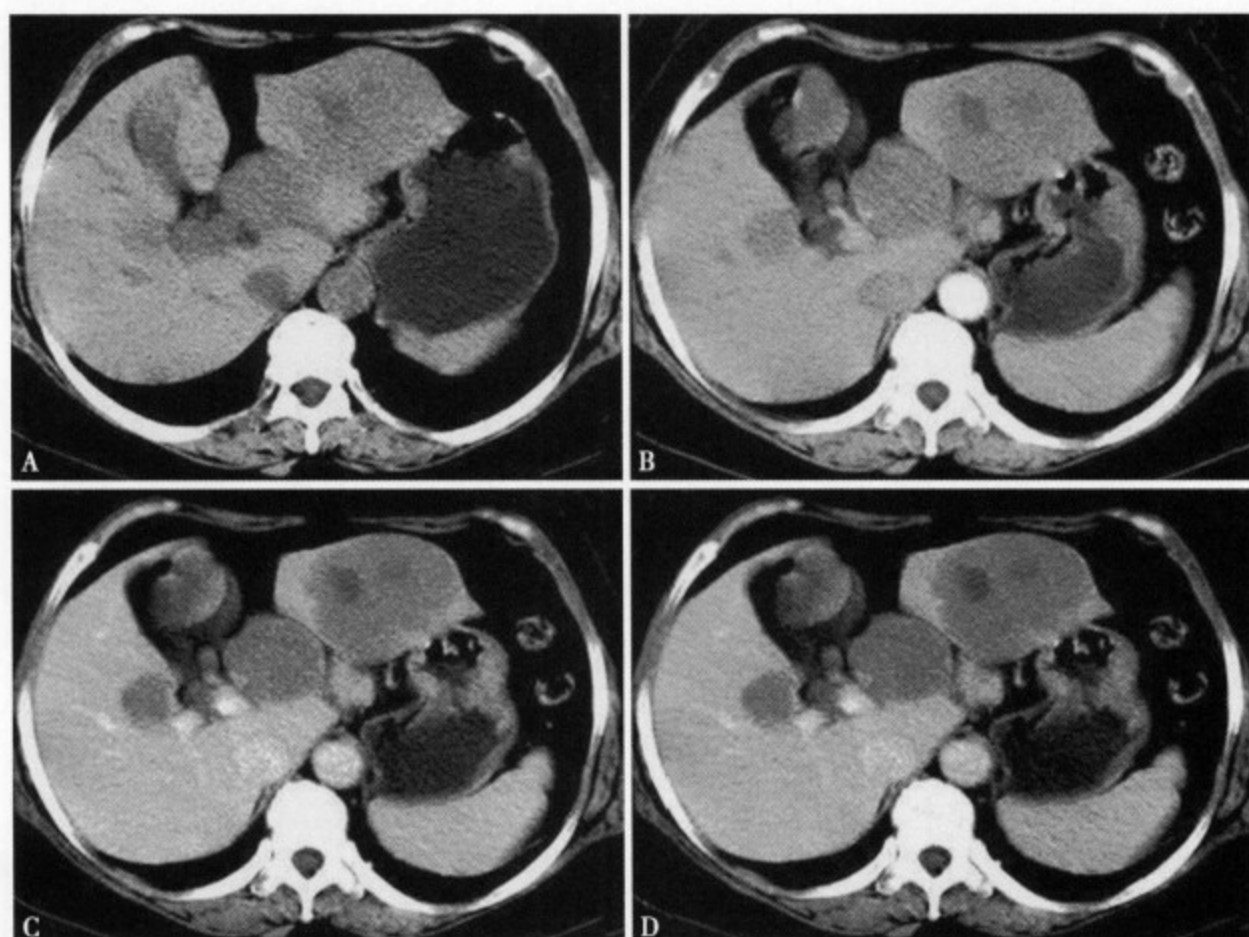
女，61 岁，右颌下非霍杰金淋巴瘤切除术后肝转移。CT 平扫 (A) 肝左右叶及肝门区均见低密度肿块影；增强扫描动脉期 (B)、门静脉期 (C) 及延迟期 (D) 病灶均强化不明显
